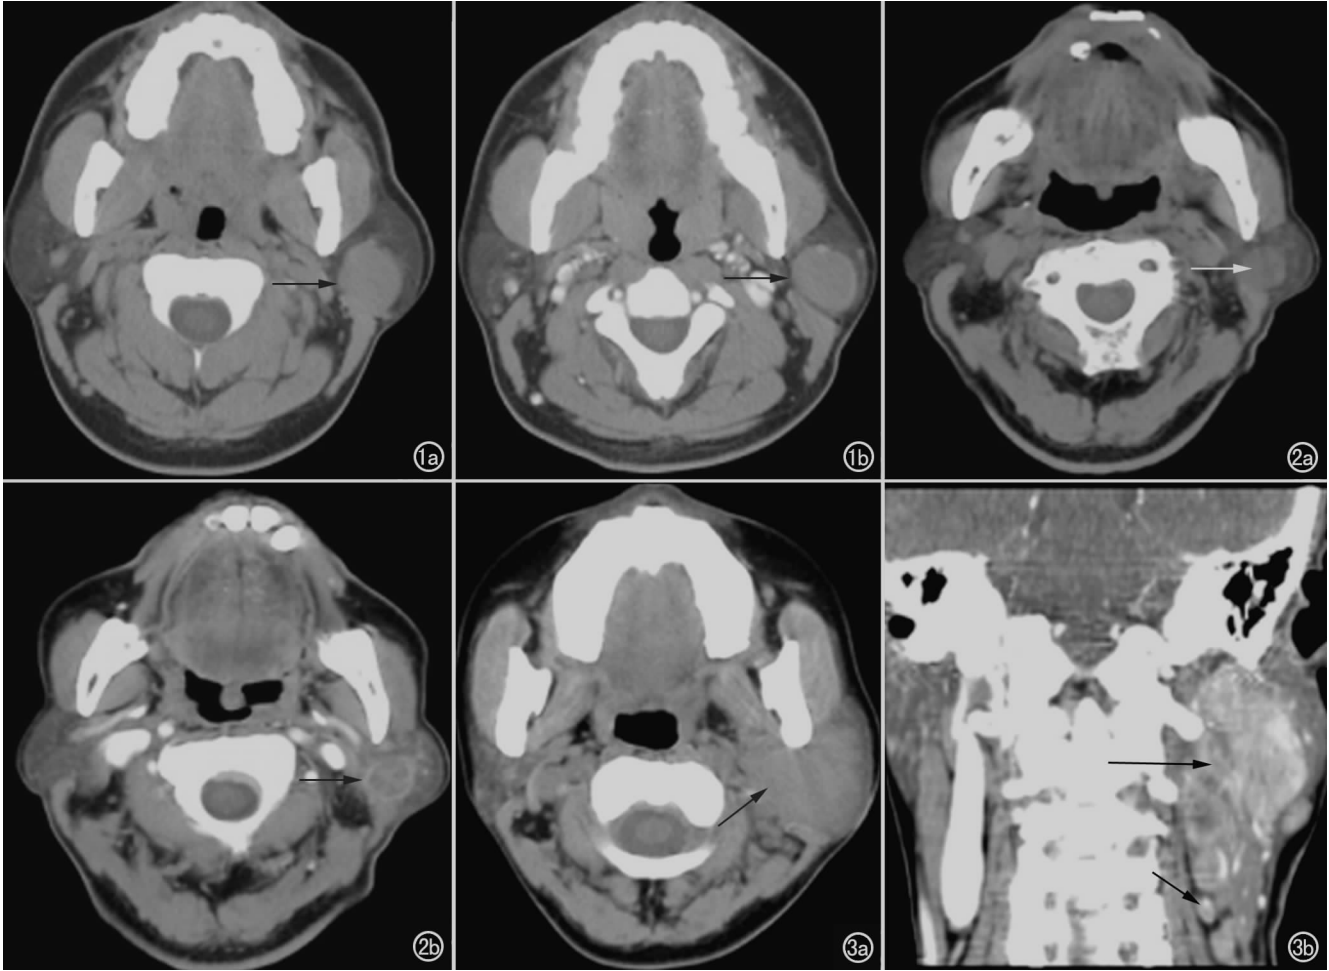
多形性腺瘤。a) CT 平扫示肿瘤边界清晰,呈均匀等密度(箭); b) 增强扫描肿瘤均匀强化(箭)。图 2 Warthin 瘤。a) CT 平扫示肿瘤边界清晰,呈均匀稍低密度(箭); b) 增强扫描肿瘤不均匀强化,中心轻度强化,周边明显强化,略呈环形(箭)。图 3 粘液表皮样癌。a) CT 平扫示肿瘤密度尚均匀(箭),与周围组织分界不清; b) 增强扫描肿瘤明显不均匀强化(长箭),冠状面重组可见肿瘤边界不清,病灶下方可见肿大淋巴结影(短箭)。
